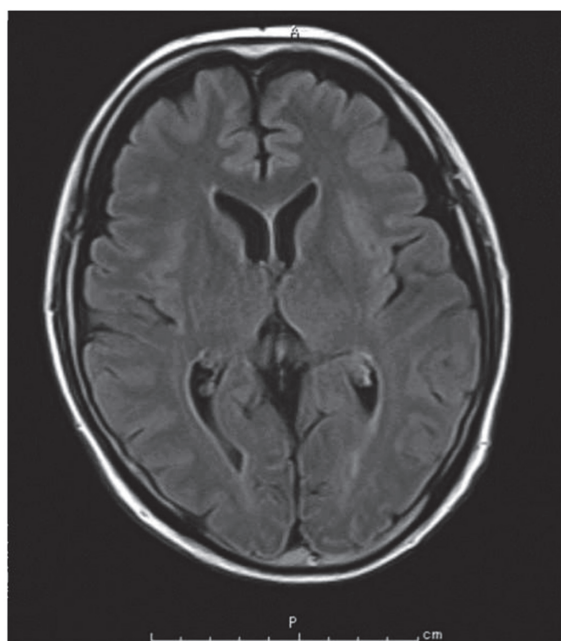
症例 3 頭部 MRI. T2 Flair 画像
